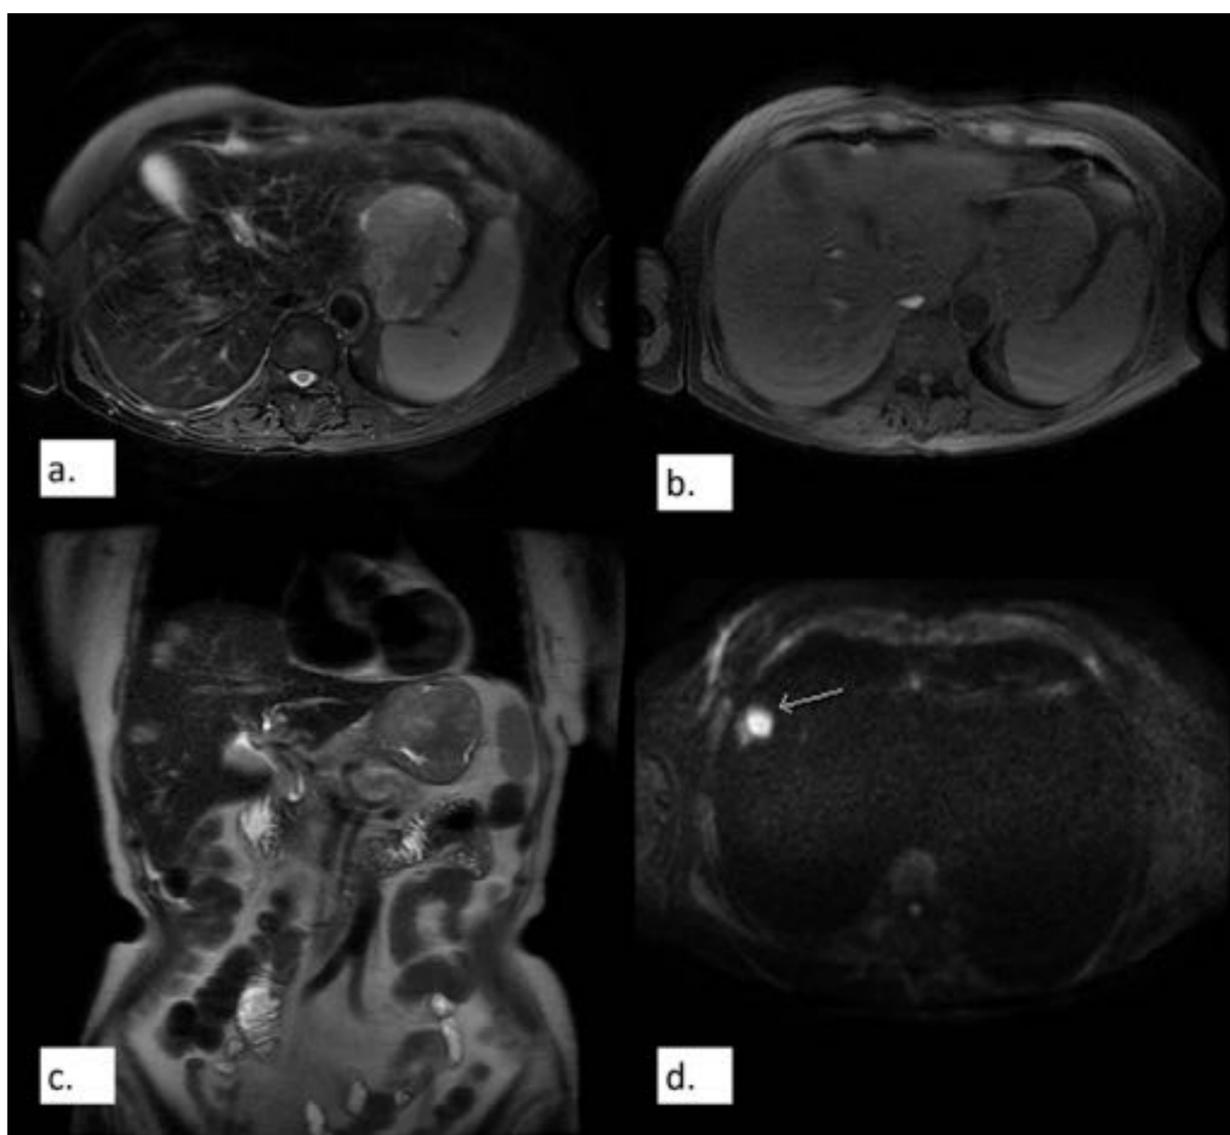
RM GIST gástrico. a. Axial T2 fat – sat. b. Axial T1 fat –sat. c. Coronal T2.tumoración gástrica heterogénea ligeramente hipointensa en T y hiperintensa en T2, con áreas quísticas en su interior. c. múltiples lesiones hiperintensas que restringen la difusión (d), compatibles con metástasis.
